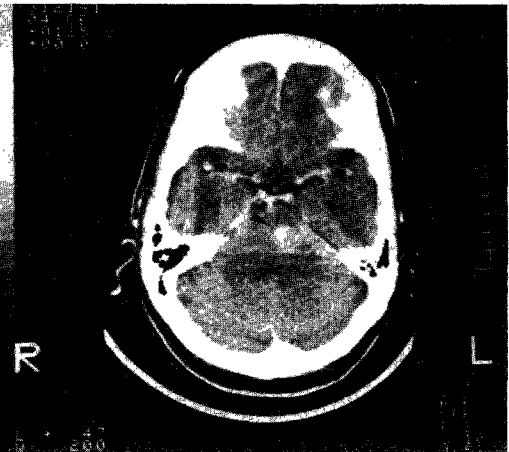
Enhancement occurs on contrast enhanced CT.
